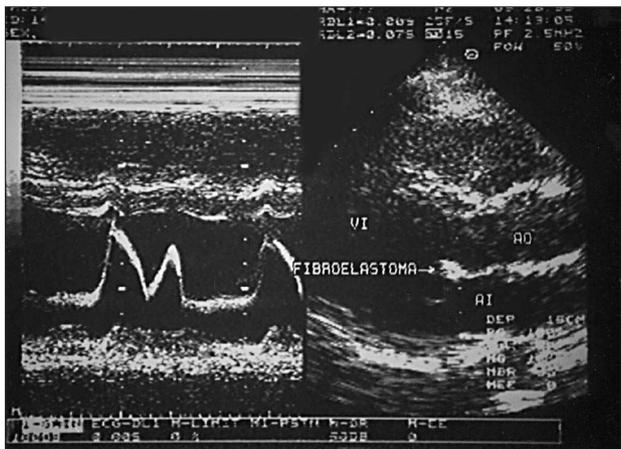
Fibroelastoma de válvula mitral. Ecocardiograma transtorácico. Eje paraesternal largo y modo M.
